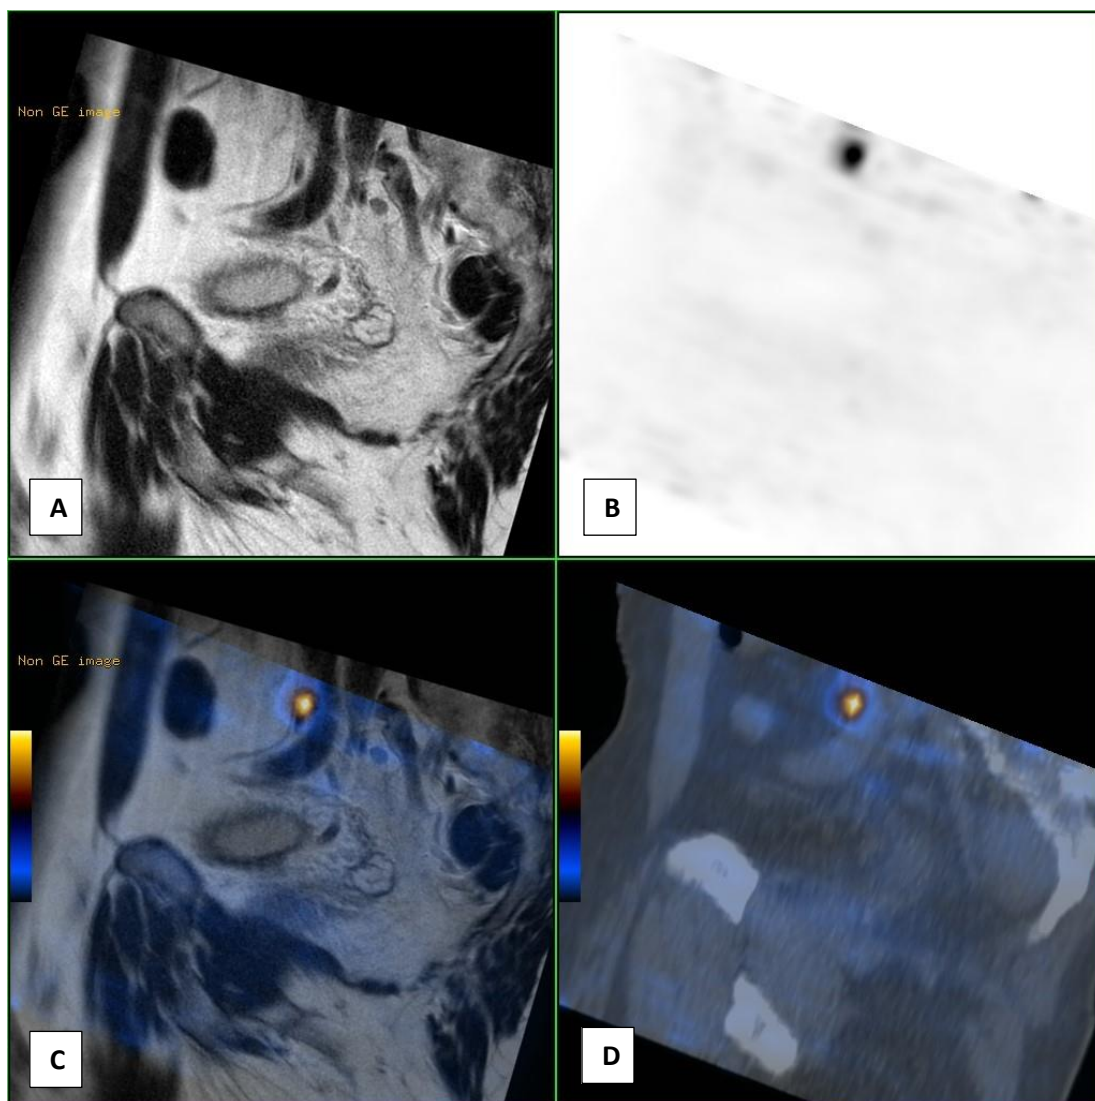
Imagens obtidas no plano sagital por RM com ponderação em T2 (A), PET (B), PET/RM (C) e PET/TC (D). Evidência de lesão com hipercaptação de 18F-Colina compatível com adenopatia, nas imagens de PET, PET/RM e PET/TC, que não é descrita a nível da RM.
